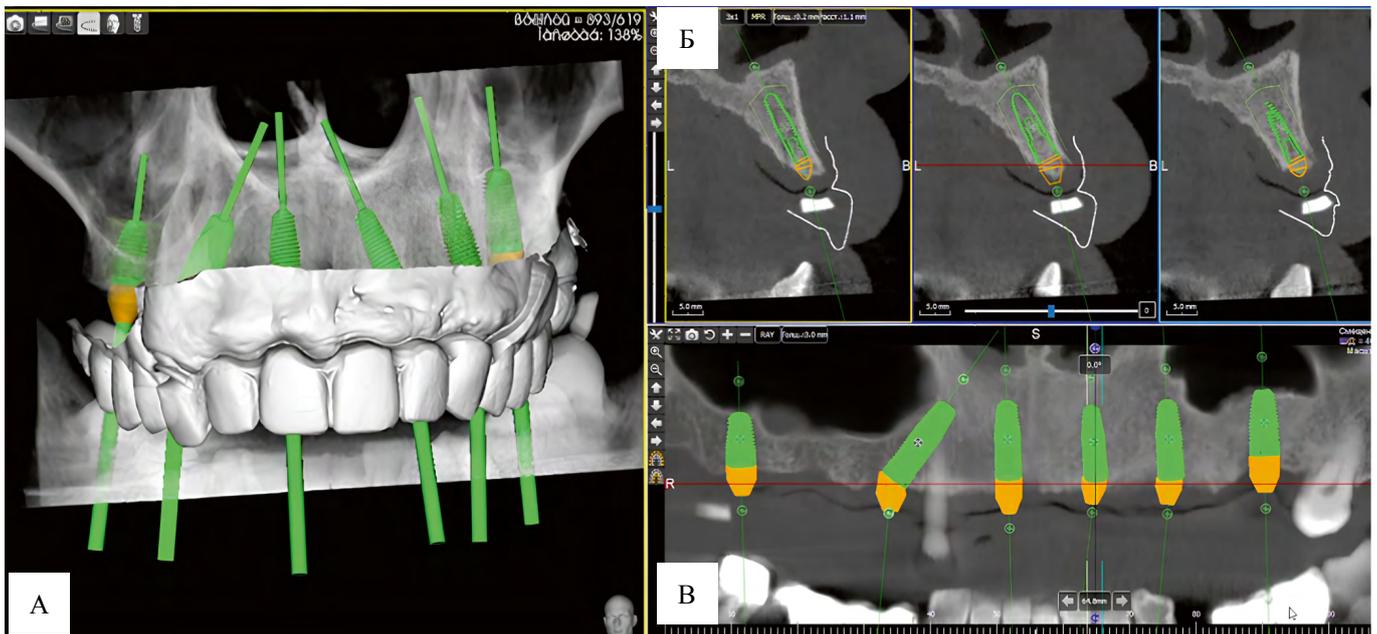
Виртуальное планирование операции дентальной имплантации пациента А. в программе 3Diagnosis: А — модель коронки искусственных зубов на частично-съемном протезе пациента использовались в качестве ориентира при позиционировании имплантатов с наложением на снимки конусно-лучевой томографии; Б — позиционирование имплантатов в альвеолярном отростке верхней челюсти в программе-моделировщике на сагиттальном срезе; В — виртуальное позиционирование имплантатов с наложением на ортопантограмму
